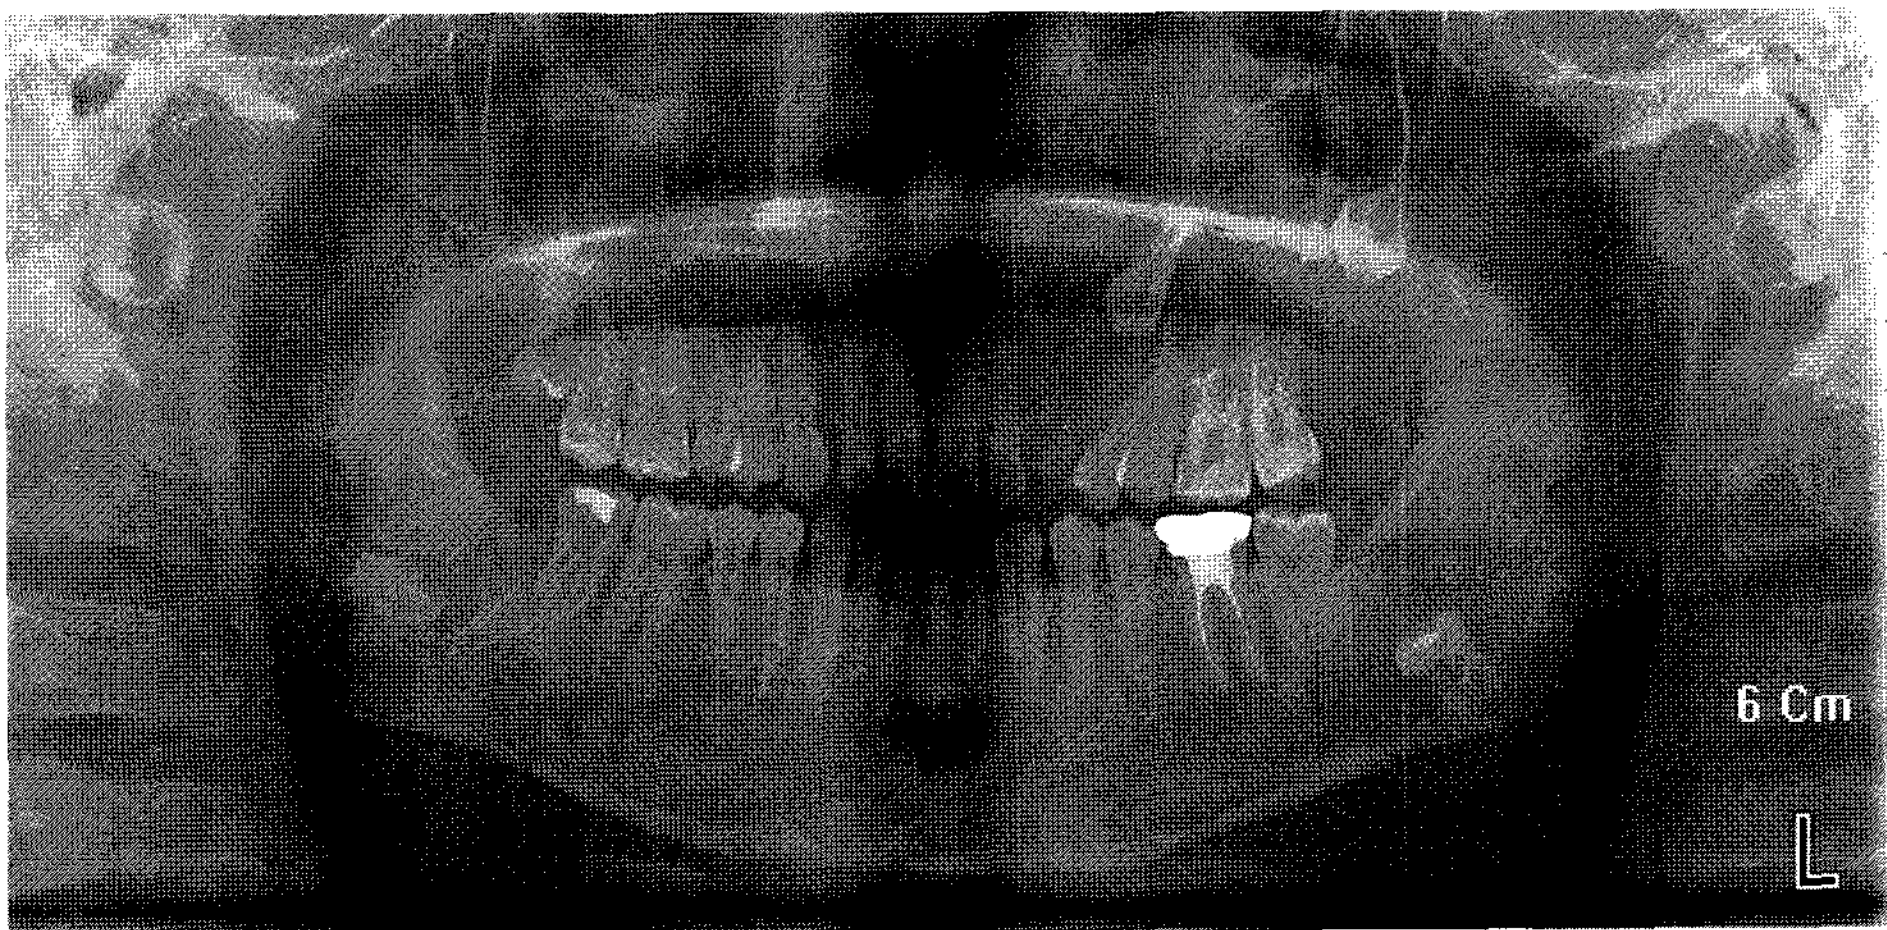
The panoramic radiograph of a 17 year-old man shows four odontogenic keratocysts, containing the teeth #23, 28, 38, 48 respectively.
